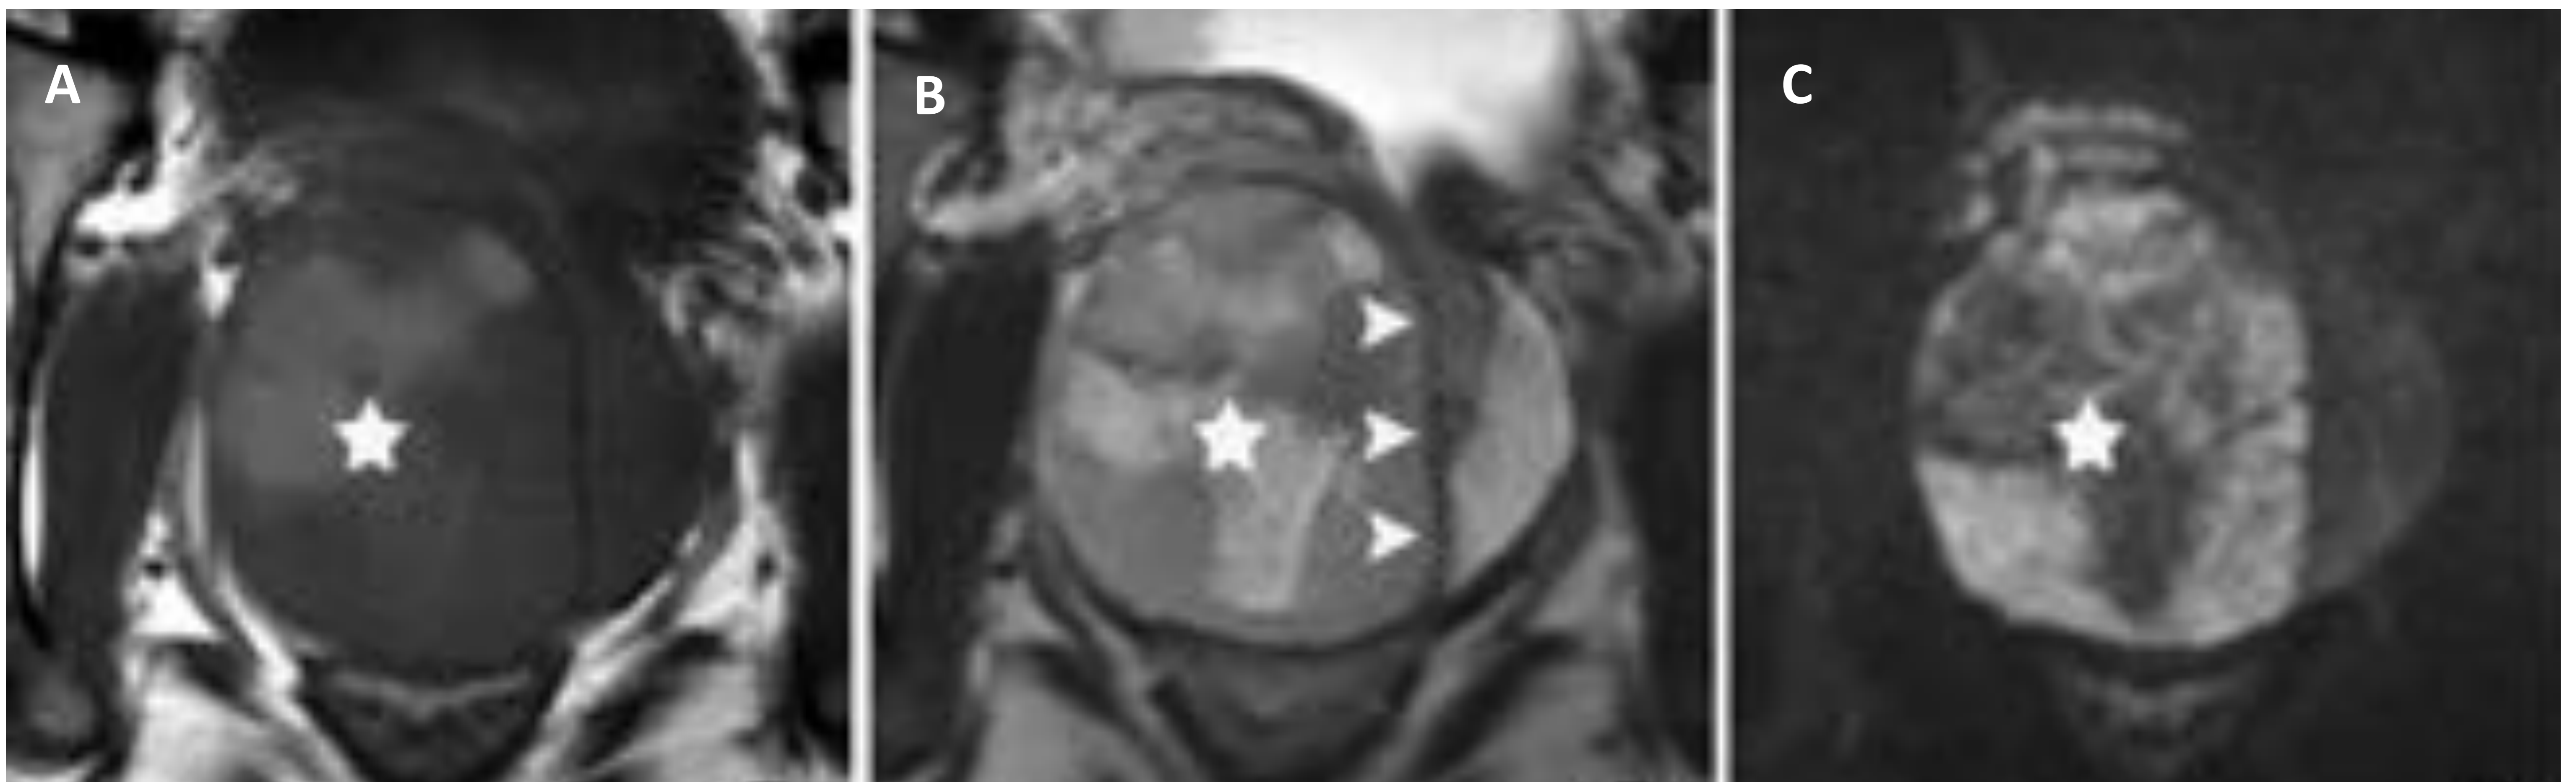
Cortes axiales de RM prostática potenciada en T1 (imagen A), T2 (imagen B) y difusión (imagen C). En las imágenes A-C podemos observar una voluminosa lesión nodular heterogénea con necrosis y cambios hemorrágicos en su región central (estrella) y con restricción a la difusión en sus zonas más sólidas. En la imagen B podemos observar una pseudocápsula hipointensa en T2 (flechas).
